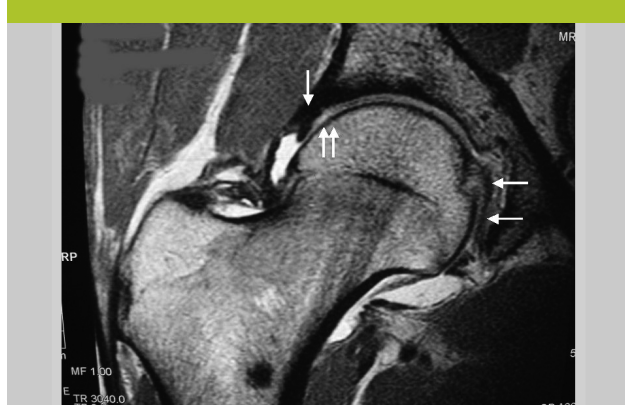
Visualisation des structures intra-articulaires par arthro-IRM
